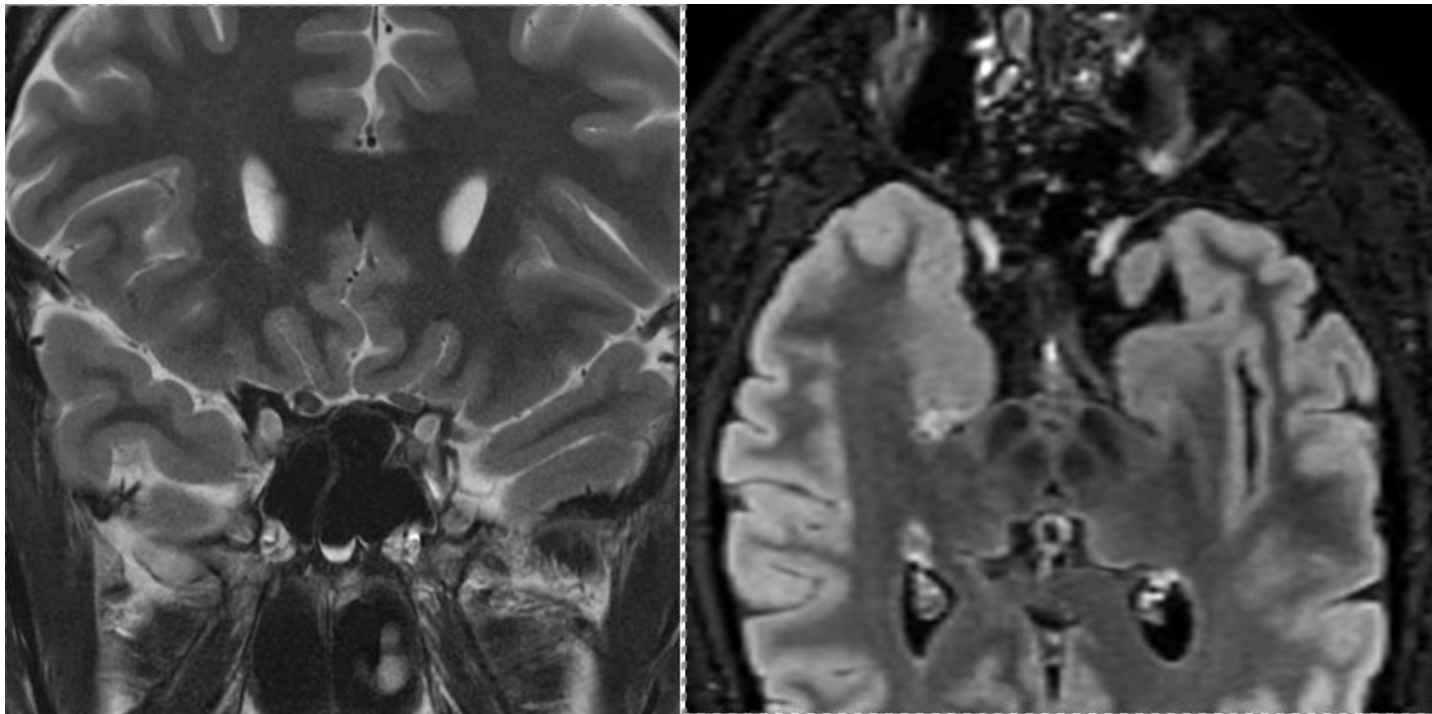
Paciente con linfoma de Poppema con infiltración no hipercaptante de ambos nervios oculomotores. Aumento de calibre e hiperseñal en T2/FLAIR en su porción intracavernosa.
